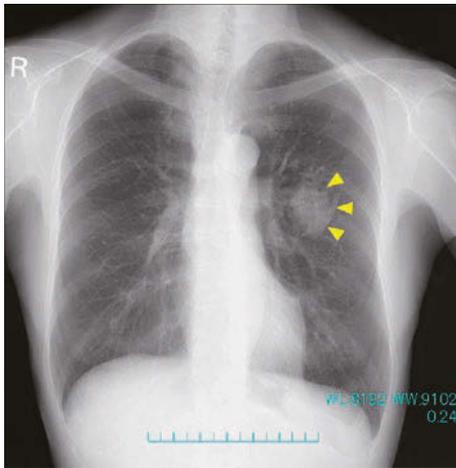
Chest radiograph revealed a nodular shadow (yellow arrowheads) in the left middle lung field.
